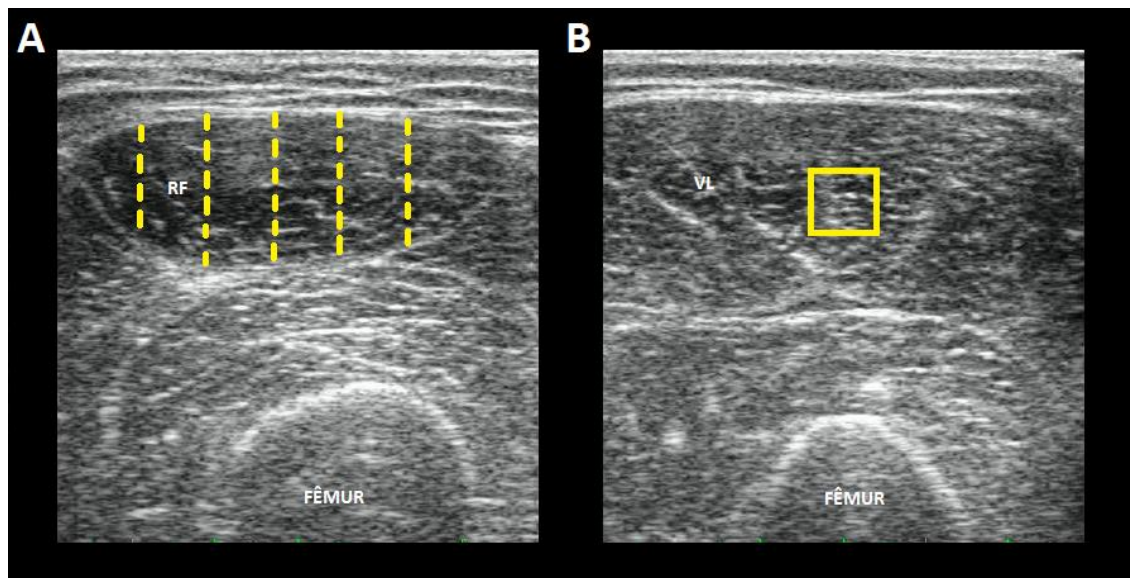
Imagens de ultrassonografia para as análises de espessura muscular e ecogenicidade: (A) destaque do reto femoral (RF) com ilustração das cinco medidas de avaliação para espessura; (B) destaque do vasto lateral (VL) com ilustração do quadrado para avaliar a ecogenicidade.
